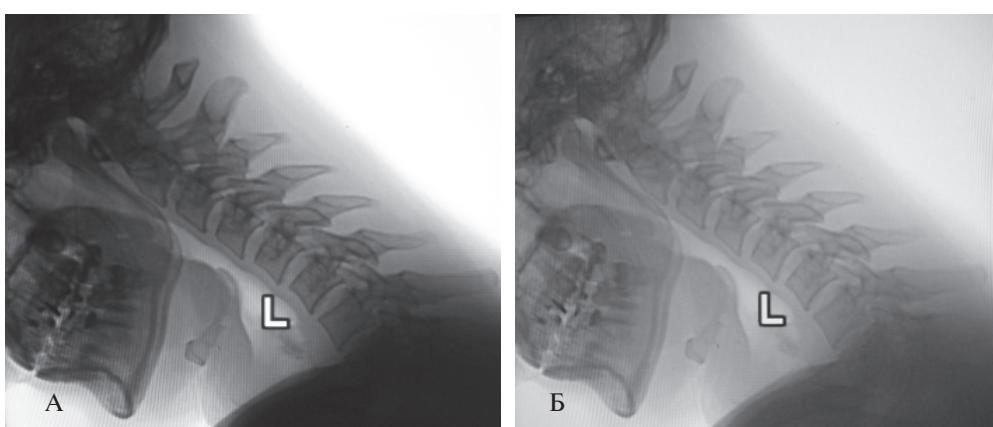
Пациент Т. Рентгенофлюорограмма шейного отдела позвоночника, доза – от 70 мкЗв (средняя – 200 мкЗв) [7], при рентгенографии шейного отдела позвоночника ЭЭД составляет 310 мкЗв [20]. А – исходное изображение. Б – то же изображение с коррекцией яркости и контрастности
